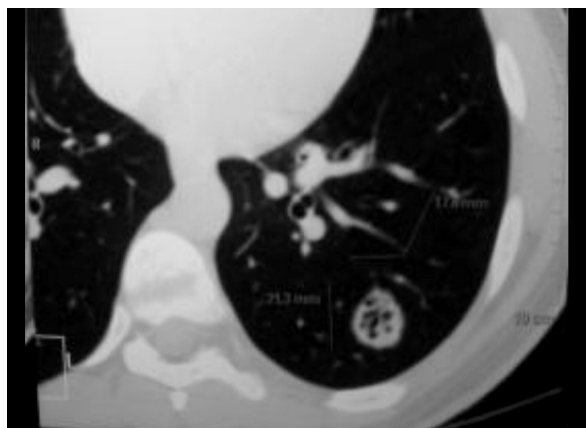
TAC de Tórax. Corte axial se observa una lesión redondeada, bien delimitada, hiperdensa con área central hipodensa que mide 21,3 mm de diámetro.
